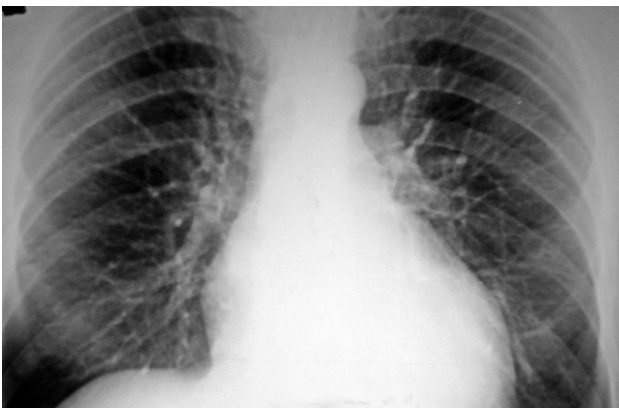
Рентгенограмма органов грудной клетки пациента 3 при госпитализации.
